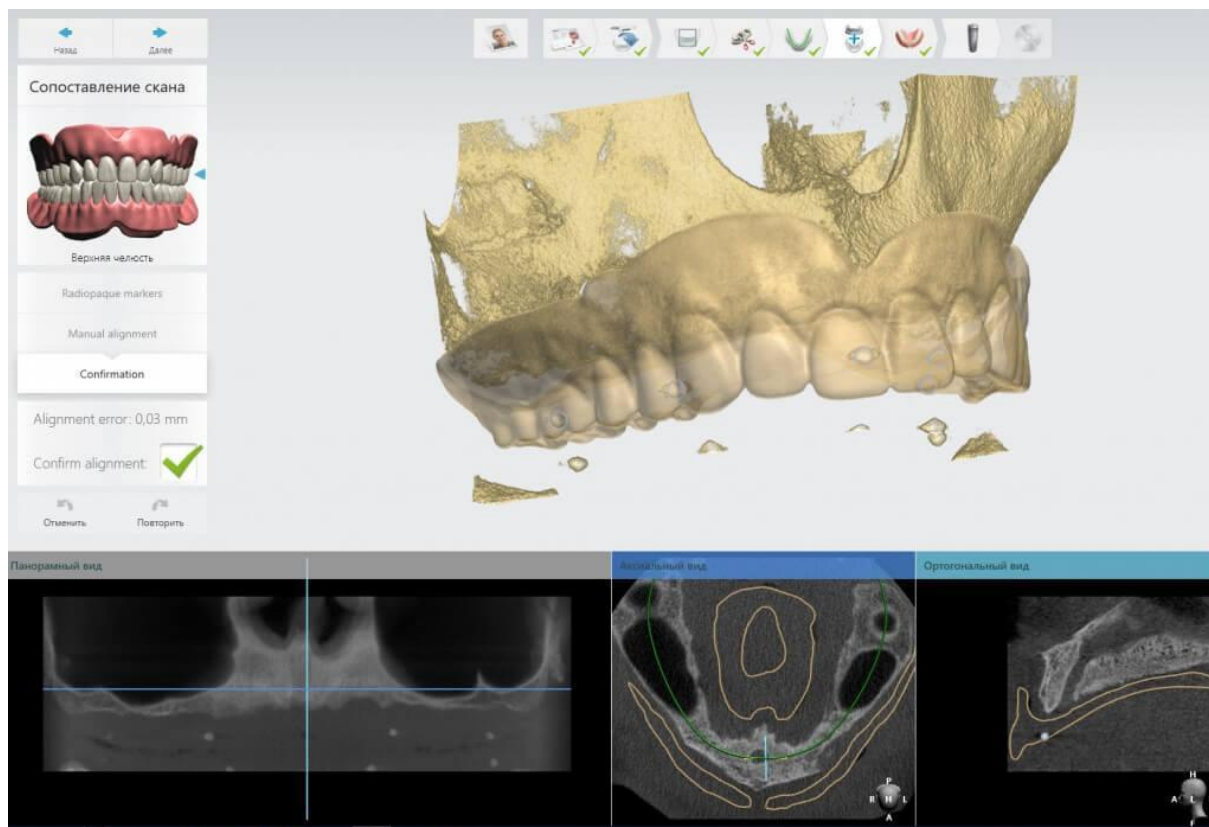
Цифровая модель съемного протеза с рентгеноконтрастными маркерами и КЛКТ с установленным протезом верхней челюсти после импорта данных в программное обеспечение
